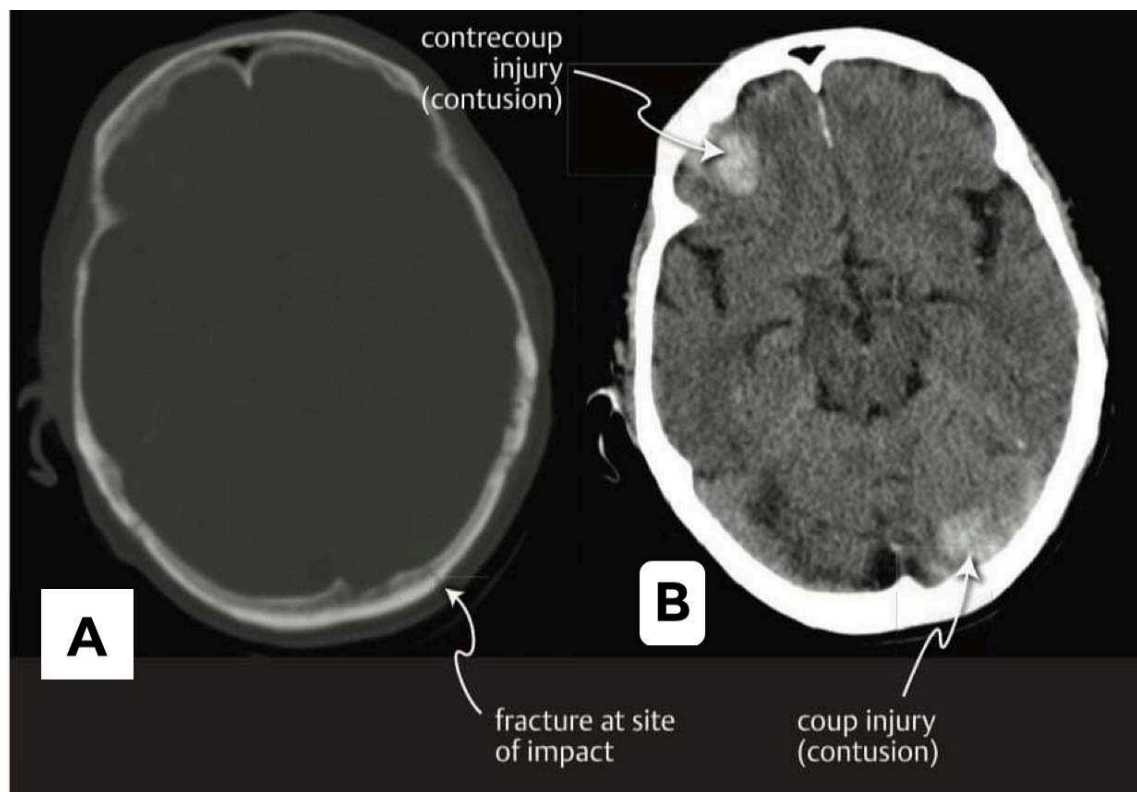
TDM cérébrale en coupes axiales [33]
